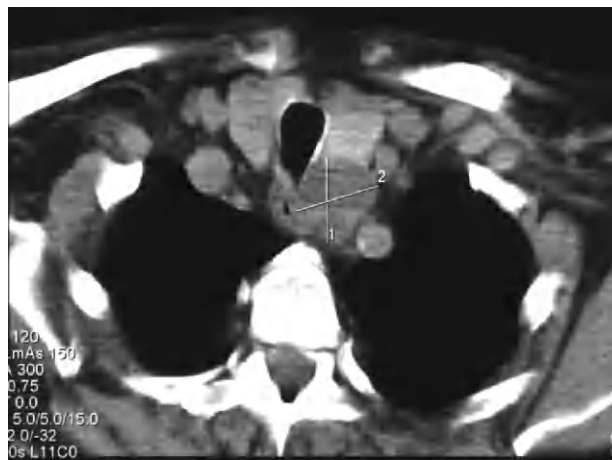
Masa hipodensa de 4 × 3 × 2 cm situada en el surco traqueoesofágico izquierdo (imagen de tomografía computarizada).
